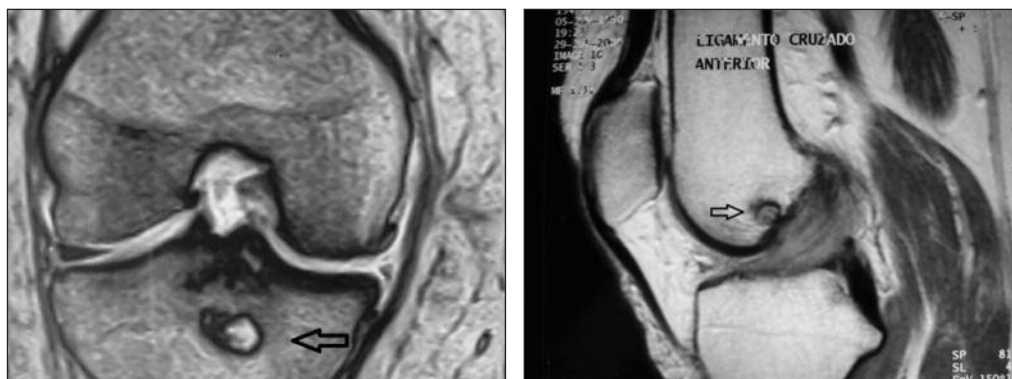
Resonancia magnética, corte coronal. Se observa quiste tibial (flecha). Corte sagital, se observa quiste femoral (flecha).
